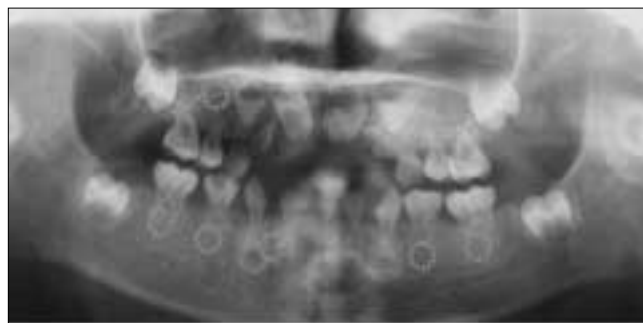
Radiograph of pretreatment.
